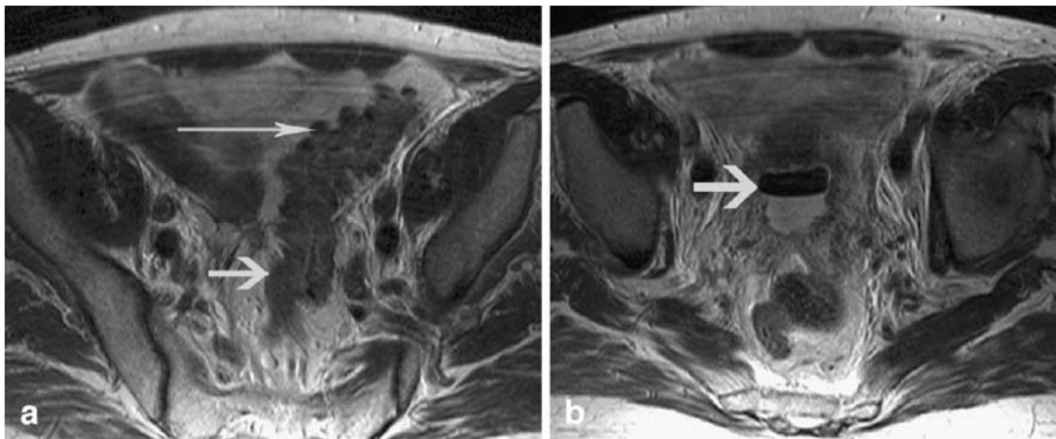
MRT-Aufnahmen in T2-Wichtung bei einem Patienten mit schwerer Divertikulitis. Links Divertikel (langer Pfeil) und Darmwandverdickung >5 mm (kurzer Pfeil). Rechts Abszess (Pfeil) mit Luft-Flüssigkeits-Spiegel ("air fluid level") in unmittelbarer Nähe zur Perforation.
